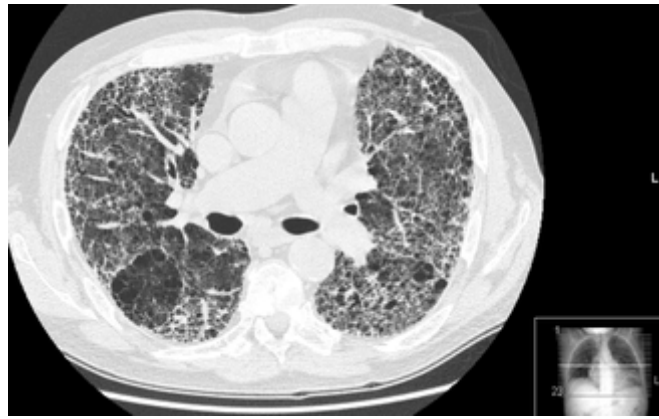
Высокоразрешающая компьютерная томография лёгких
